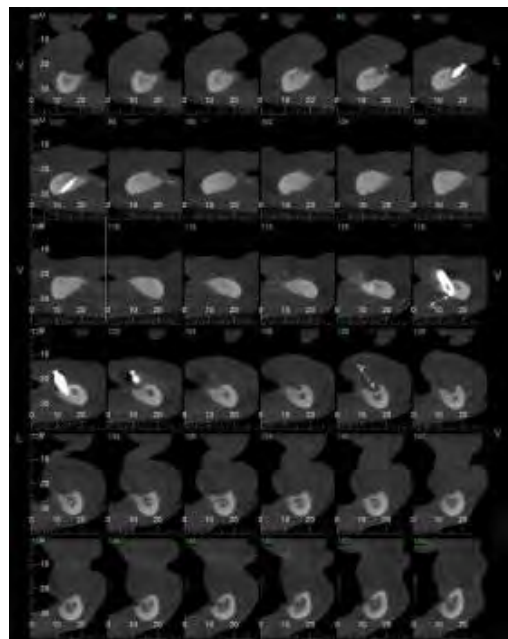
2B – CT showing severe mandibular resorption. Note the exposure of the mentonian foramen at the same level as the mandibular bone crest level, the reason why the patient's mastication was painful due to the use of mucosa-supported denture.
